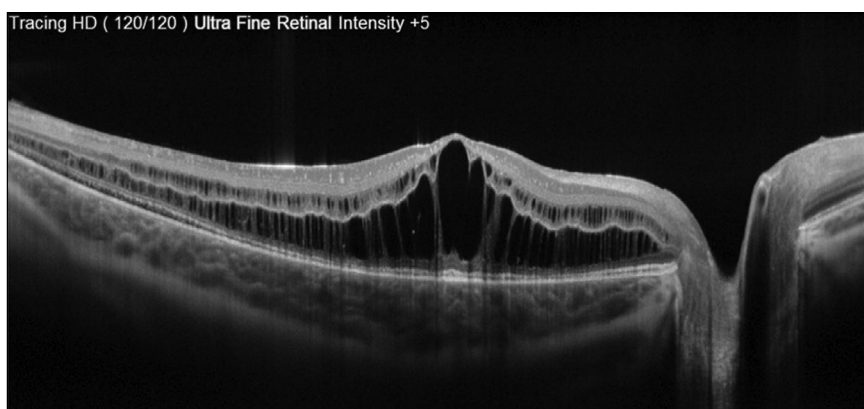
Макулярные кисты и ретиношизис по данным оптической когерентной томографии.
